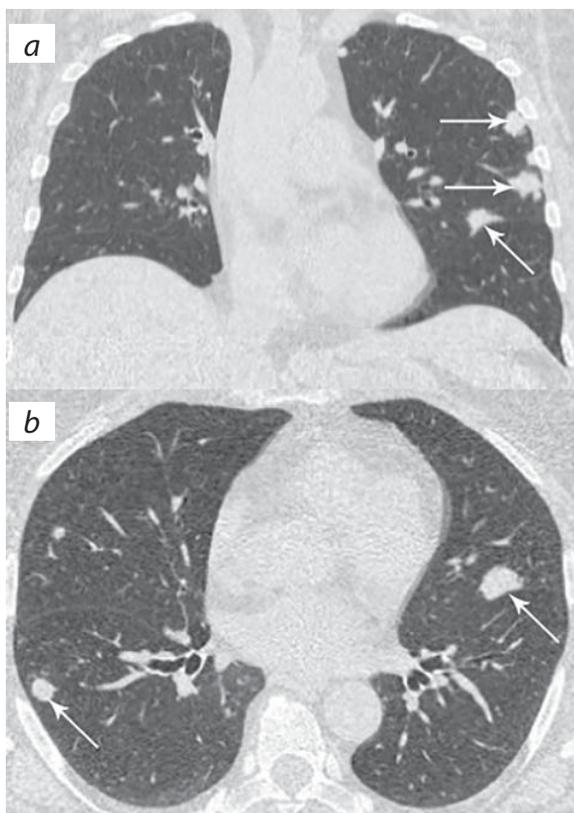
КТ ОГП больной Г. (а — фронтальная проекция, б — аксиальный срез): стрелками обозначены узлы в паренхиме легких.
